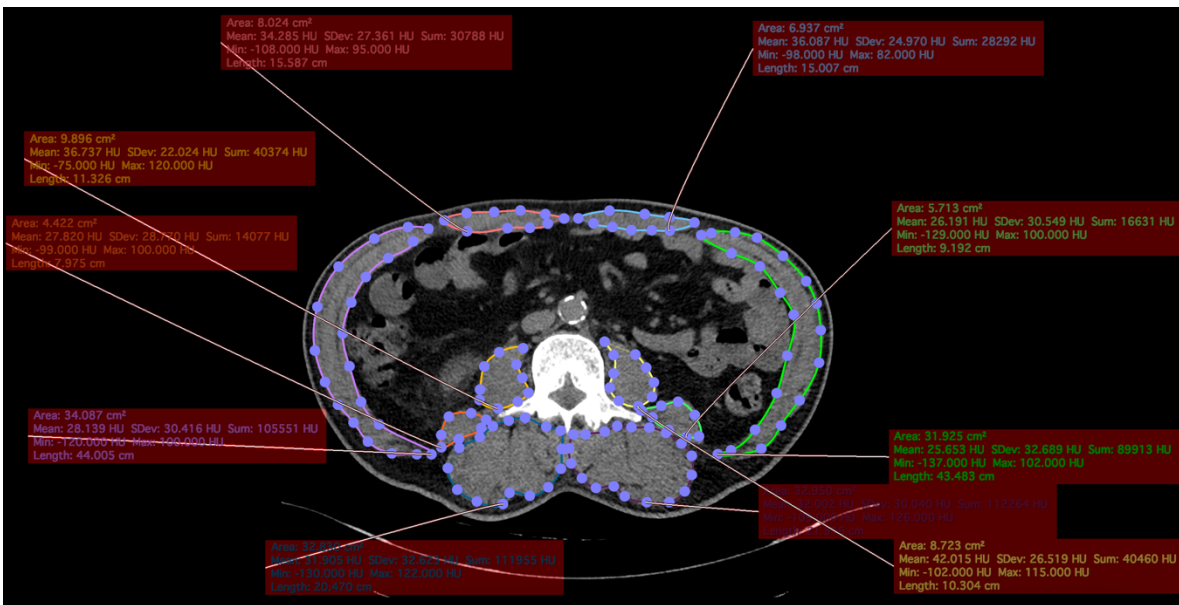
Ejemplo 2. Medición de musculos centrales en TAC, corte transversal de nivel L3. Paciente NO sarcopénico.
